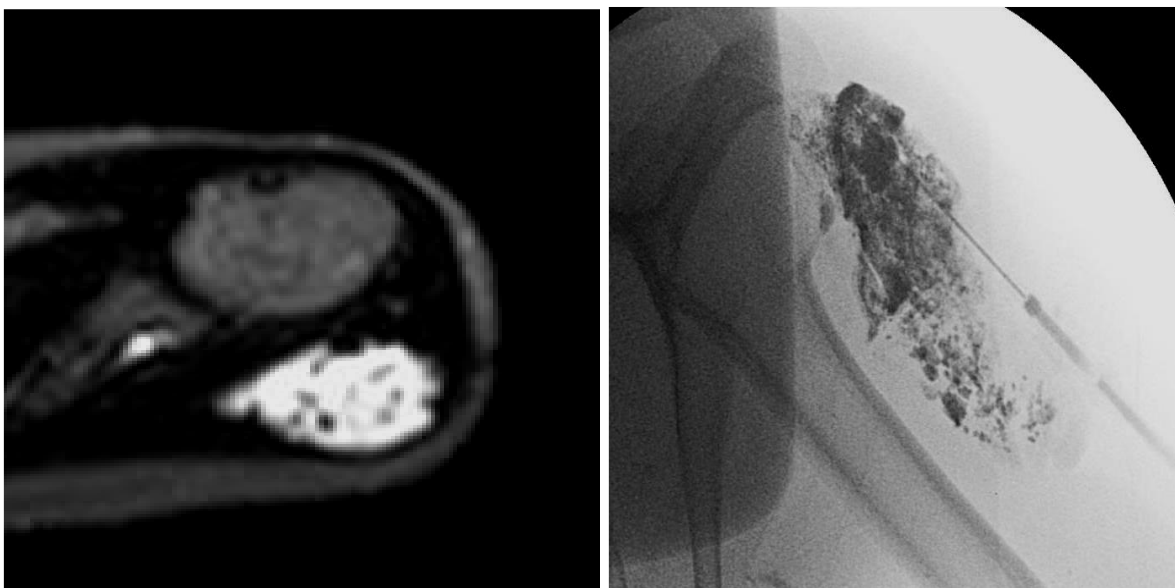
IRM T2 : Malformation veineuse épaule gauche avant et après sclérose [19].
